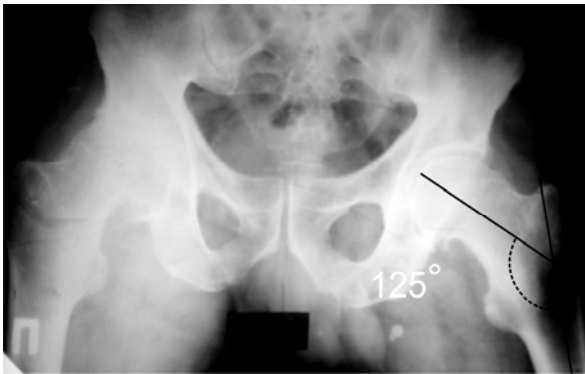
Рентгенограма кульшових суглобів хворої Г. до операції
